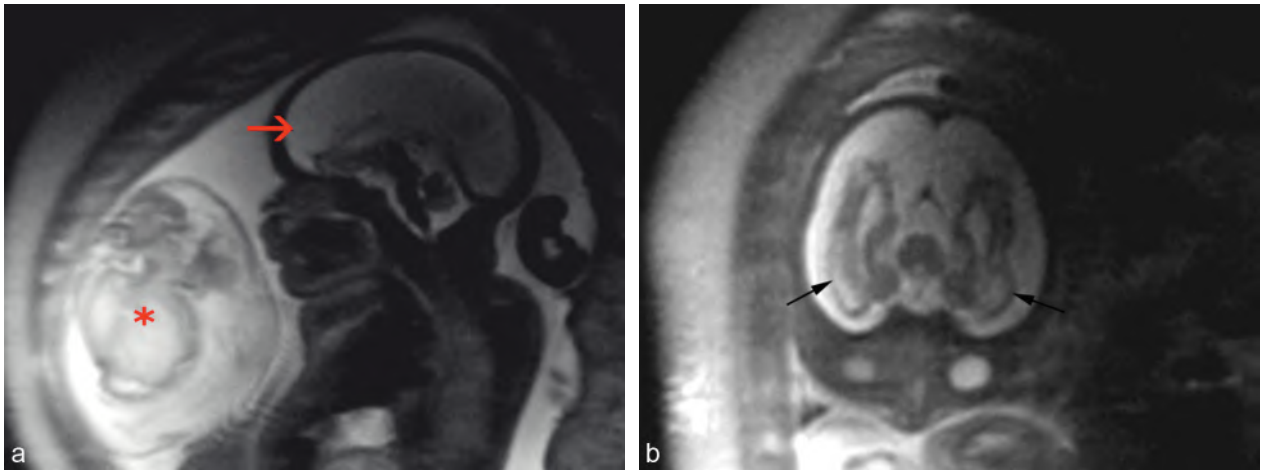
Syndrome transfuseur-transfusé avec décès du jumeau transfuseur : IRM fœtale. a. Coupe sagittale. Jumeau transfuseur (*) de petite taille en hypersignal dans sa petite cavité amniotique, visible en avant du jumeau survivant. Sur la coupe sagittale du pôle céphalique, on voit l'importance des espaces sous-arachnoïdiens (→), faisant suspecter l'atrophie cérébrale. b. Ceci est confirmé par les coupes transversales : amincissement du parenchyme cérébral (→) dont les contours sont lisses et le signal anormalement élevé, témoignant de phénomènes œdémateux ou nécrotiques.
